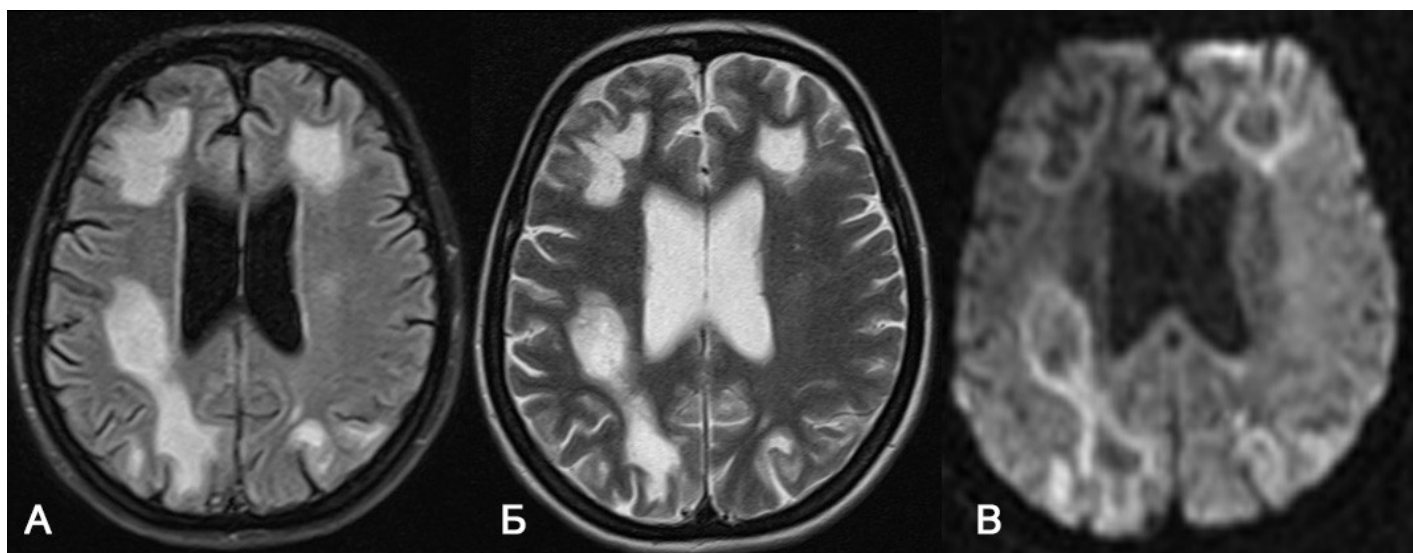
МРТ больного К. 29 лет с ПМЛ. Все изображения в аксиальной проекции. На T2 FLAIR (А) и T2ВИ (Б) в больших полушариях с 2х сторон определяются участки измененного МР-сигнала от белого вещества с распространением глубоко в субкортикальные отделы. На DWI (b 1000) определяется характерное для ПМЛ повышение МР-сигнала в периферических отделах измененных областей.
